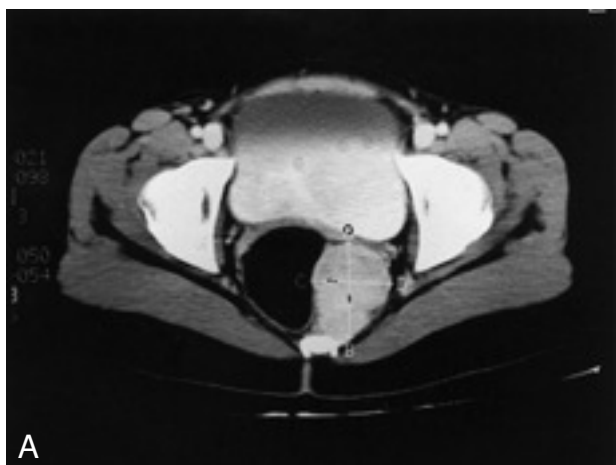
A) TC abdominal. En el espacio presacro, adyacente a la pared lateral izquierda del recto, se identifica masa de 54×44 mm, algo heterogénea y con captación de contraste, bien delimitada y de localización extraperitoneal. B) RM. Masa en región presacra, medial y paramedial izquierda, sólida, de $5 \times 8 \times 6$ cm, bien definida y sin afectación de estructuras vecinas.
